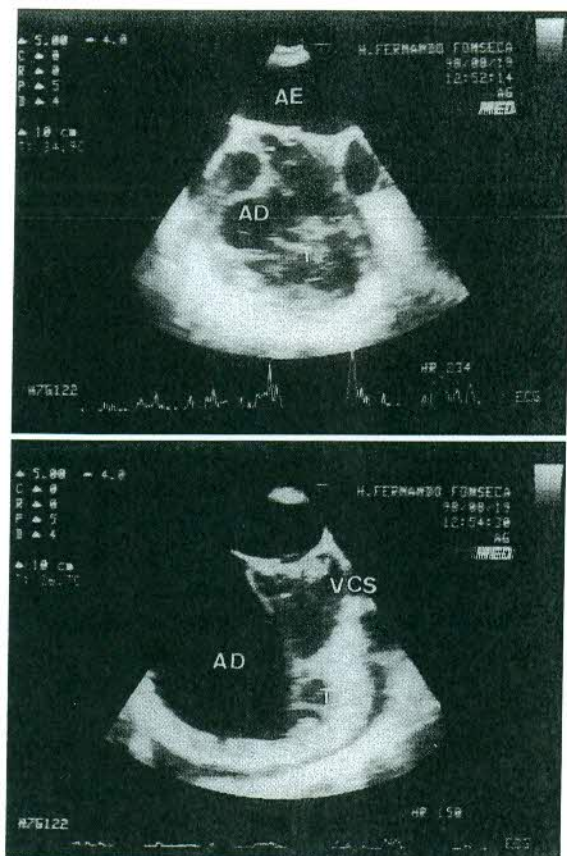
Imagem em ecocardiografia transesofágica que nos mostra a existência de uma estrutura «trabeculada» que se estende desde o septo interauricular, passando pela porção superior da aurícula direita e envolvendo a desembocadura da veia cava superior e se estende pela parede lateral da aurícula direita. Esta estrutura é móvel, não causa obstrução ao fluxo sanguíneo e não ocasiona turbulência por Doppler codificado em cor. AD - aurícula direita; VCS - veia cava superior; T - tumor.
